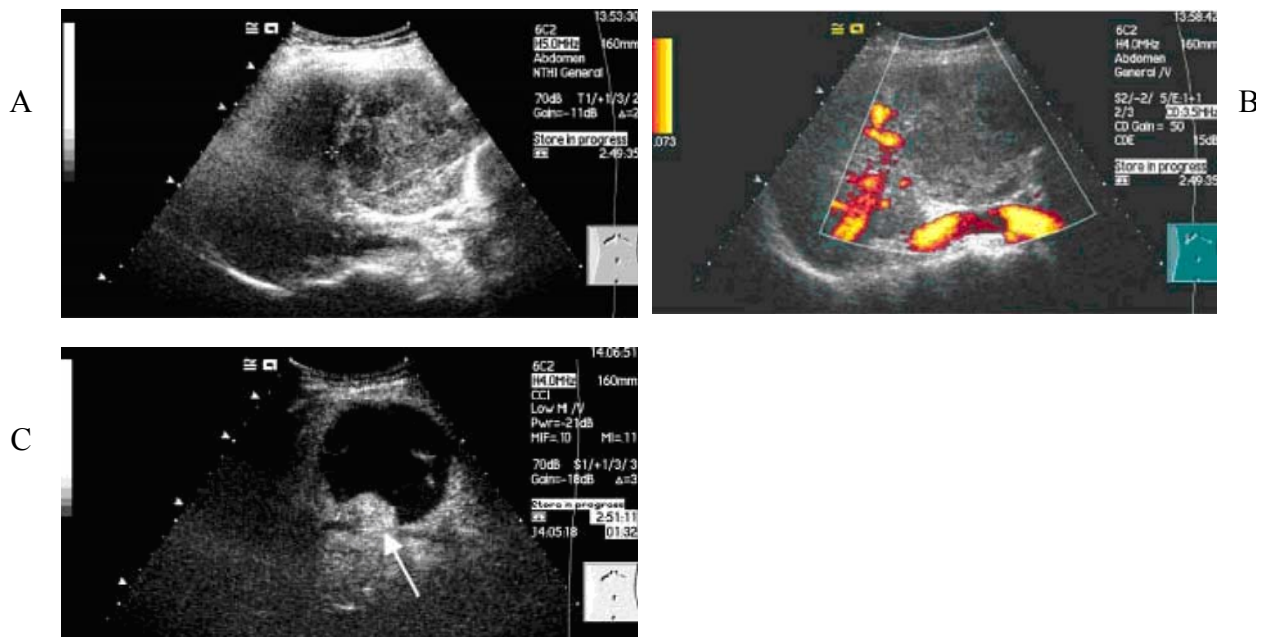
Imagem com agente de contraste do tipo microbolha (Sonavue) em “C” mostrando uma lesão periférica recorrente, seta, em um carcinoma hepatocelular tratado com embolização química. Em “A”, o modo B convencional mostrou área de necrose e, em “B”, o modo *power* Doppler não mostrou evidência de tumor recorrente. Fonte: Harvey (2002).
